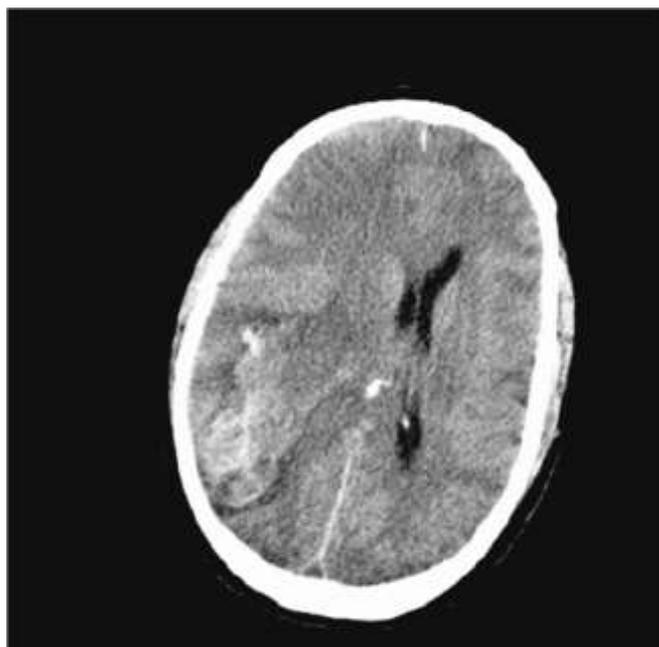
Corte axial de tomografia computadorizada crânioencefálica sem contraste, num doente com LPA.
